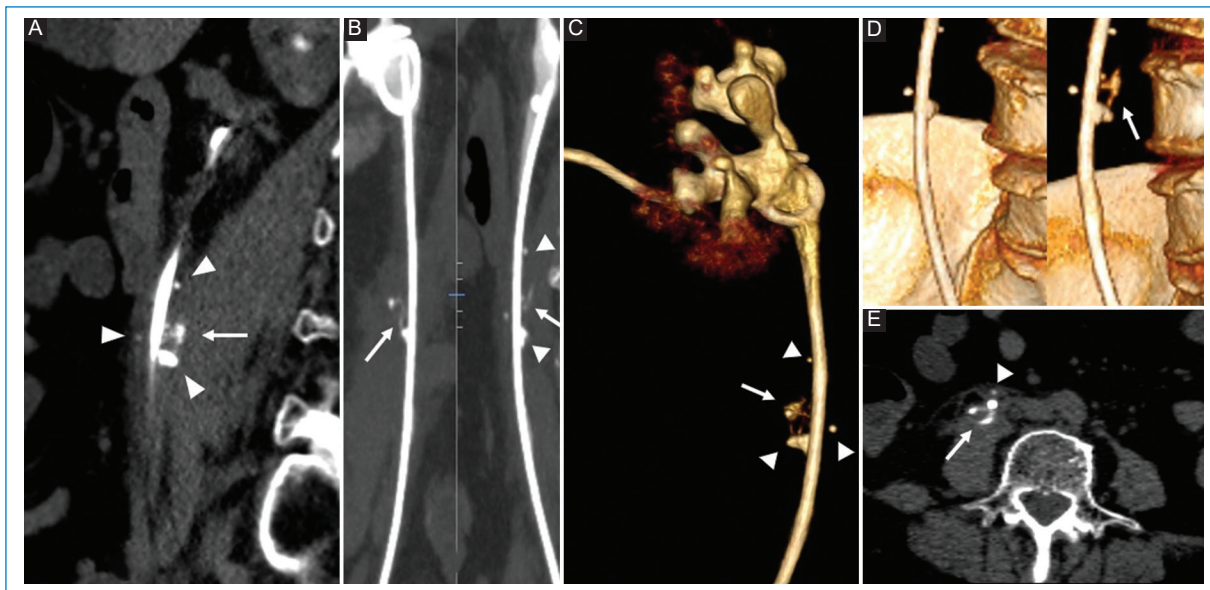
A: TC con gadolinio con reconstrucción sagital donde se observa una extravasación posterior (flecha) entre las litiasis (flechas de cabeza). B: TC reconstrucción doble oblicua con MIP. En la imagen de la izquierda, una vista anterior muestra que la extravasación se extiende a la parte derecha, y en la imagen de la derecha, una vista sagital muestra la fuga posterior (flecha). C: reconstrucción *volume rendering*, centrándose en la vía urinaria, después de la administración de gadolinio en una vista oblicua anterior. La fuga (flecha) se ve entre tres litiasis (punta de flecha). D: reconstrucción *volume rendering* con y sin contraste que demuestra los cambios tras la administración y la extravasación de gadolinio. E: TC axial con gadolinio donde se muestra la fuga y se extiende a los espacios posterior y derecho (flecha, litiasis punta de flecha).
